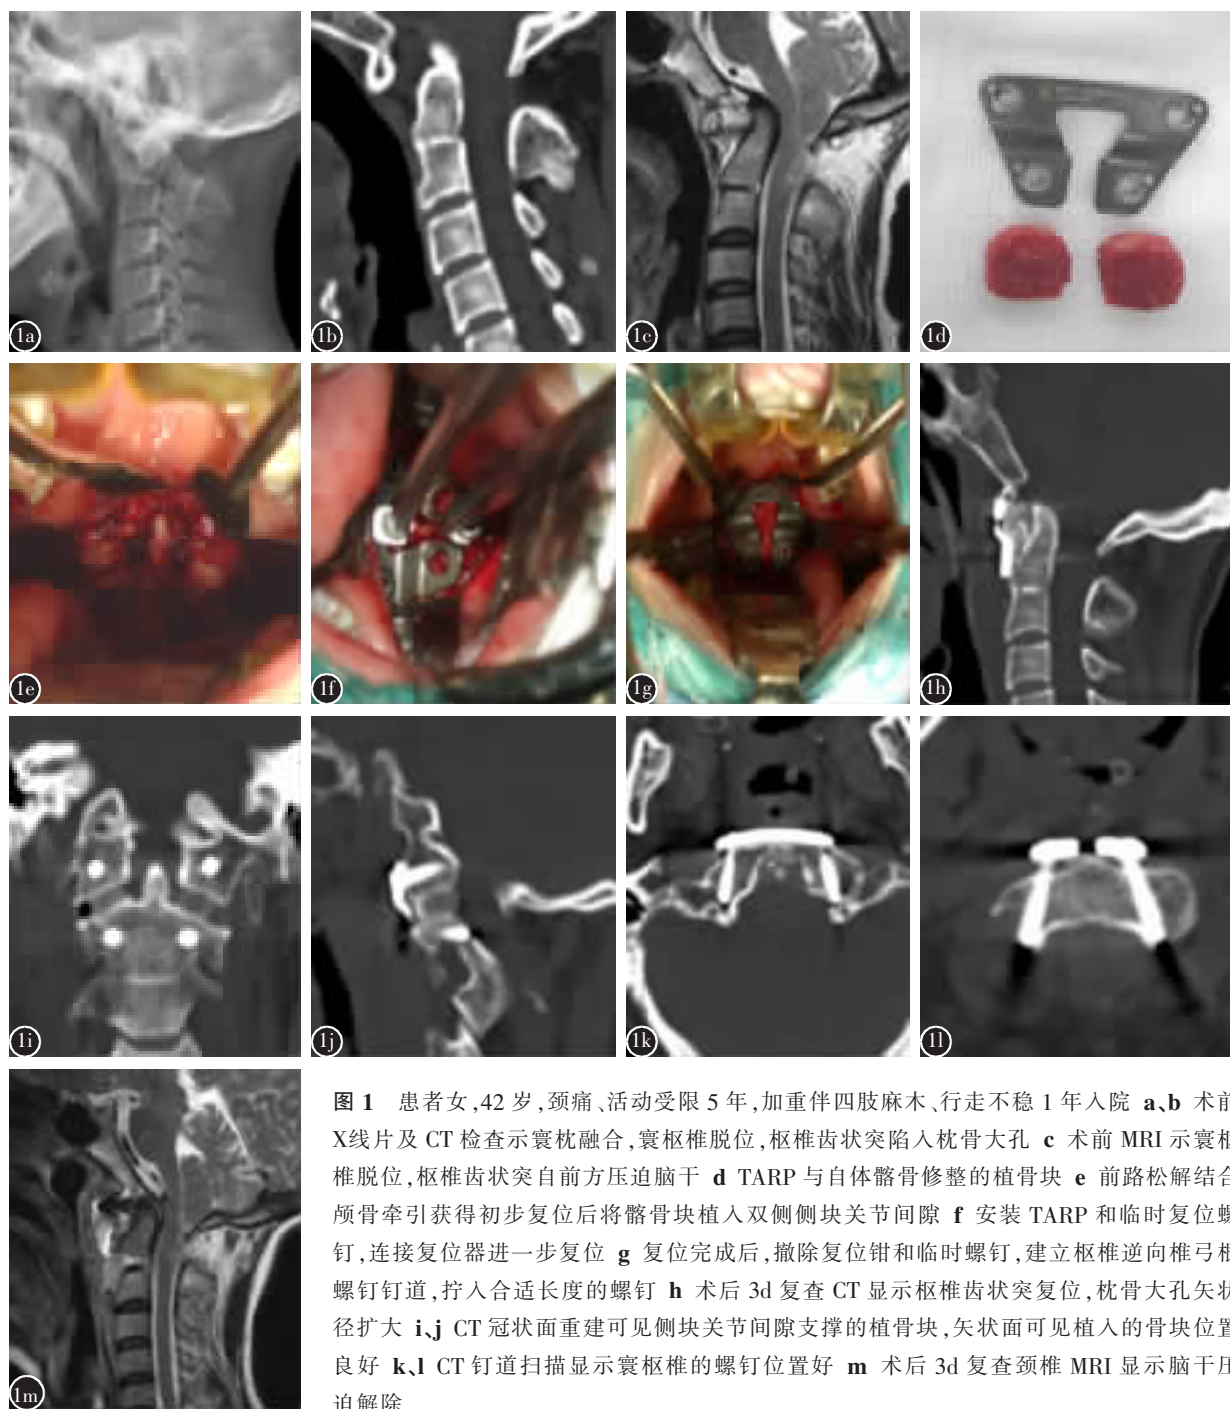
患者女, 42 岁, 颈痛、活动受限 5 年, 加重伴四肢麻木、行走不稳 1 年入院 a、b 术前 X 线片及 CT 检查示寰枕融合, 寰枢椎脱位, 枢椎齿状突陷入枕骨大孔 c 术前 MRI 示寰枢椎脱位, 枢椎齿状突自前方压迫脑干 d TARP 与自体髂骨修整的植骨块 e 前路松解结合颅骨牵引获得初步复位后将髂骨块植入双侧侧块关节间隙 f 安装 TARP 和临时复位螺钉, 连接复位器进一步复位 g 复位完成后, 撤除复位钳和临时螺钉, 建立枢椎逆向椎弓根螺钉钉道, 拧入合适长度的螺钉 h 术后 3d 复查 CT 显示枢椎齿状突复位, 枕骨大孔矢状径扩大 i、j CT 冠状面重建可见侧块关节间隙支撑的植骨块, 矢状面可见植入的骨块位置良好 k、l CT 钉道扫描显示寰枢椎的螺钉位置好 m 术后 3d 复查颈椎 MRI 显示脑干压迫解除
